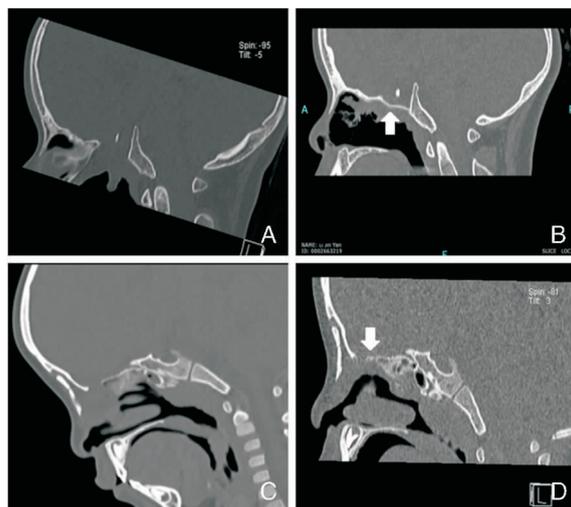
患儿手术前后颅底缺损修复矢状位CT对比 A:蝶咽型颅底缺损术前;B:术后成功修复(箭头);C:鼻内型颅底缺损术前;D:术后成功修复(箭头)
